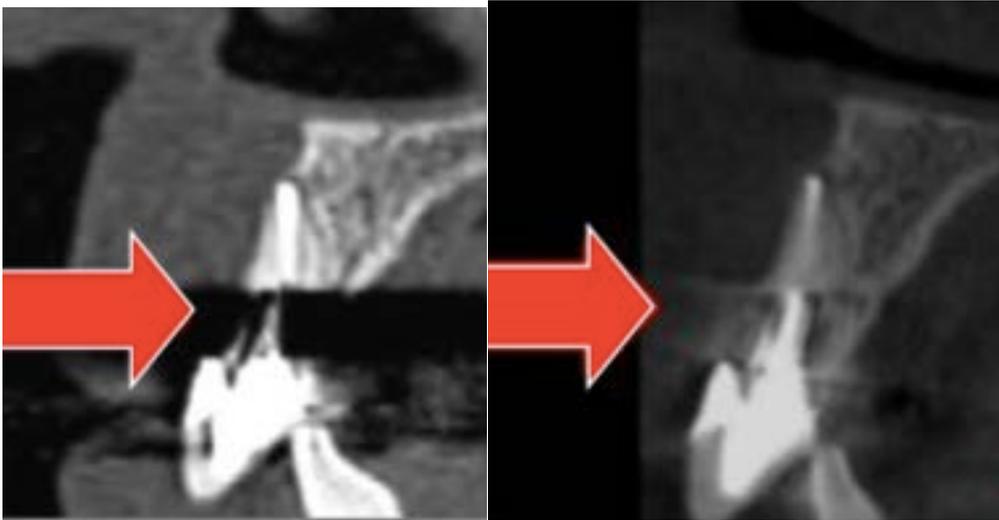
différence entre le scanner et le Cone Beam concernant les artéfacts métalliques (22).
